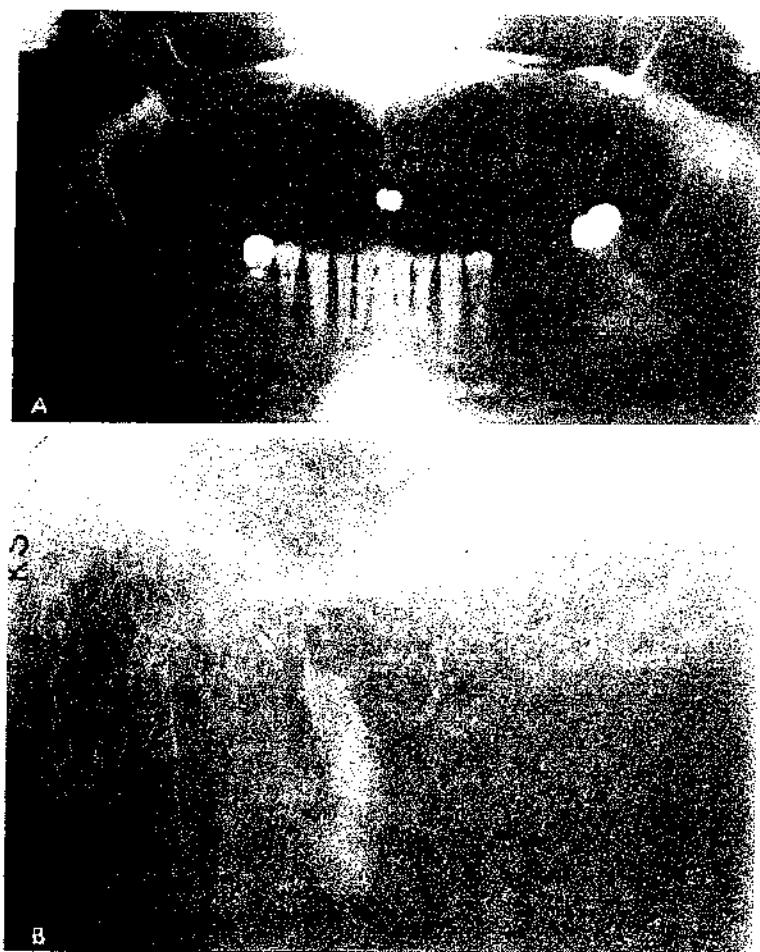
A) Fragmento de raíz retenido en el conducto radicular del primer molar superior. B) La placa periapical de las raíces muestra la pérdida de tejido óseo en la raíz distal, lo que indica una enfermedad periodontal avanzada.
